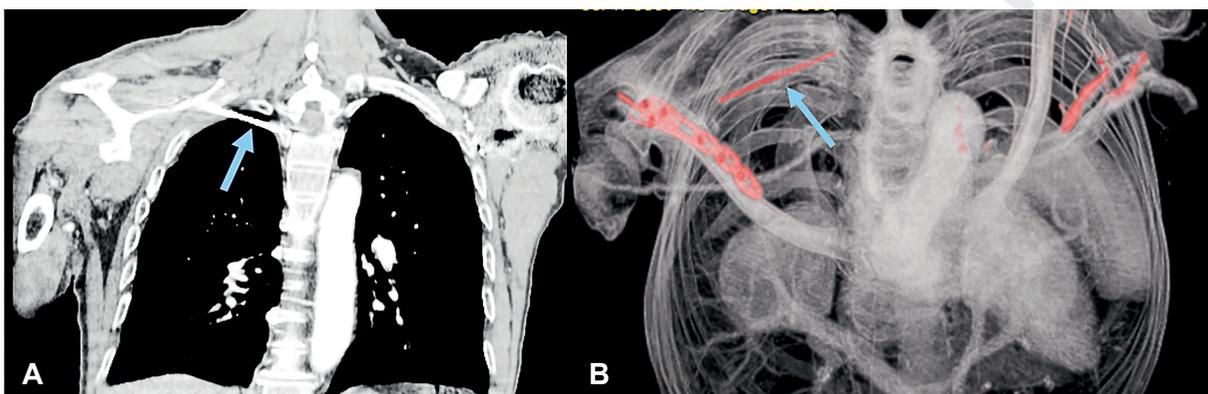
Tomografía computarizada de tórax con contraste. A. Corte coronal. La flecha señala el clavo de Kirschner en el ápice pulmonar derecho. B. Angiotomografía 3D que muestra el clavo de Kirschner en el ápice pulmonar derecho y los vasos sanguíneos sin lesiones.
